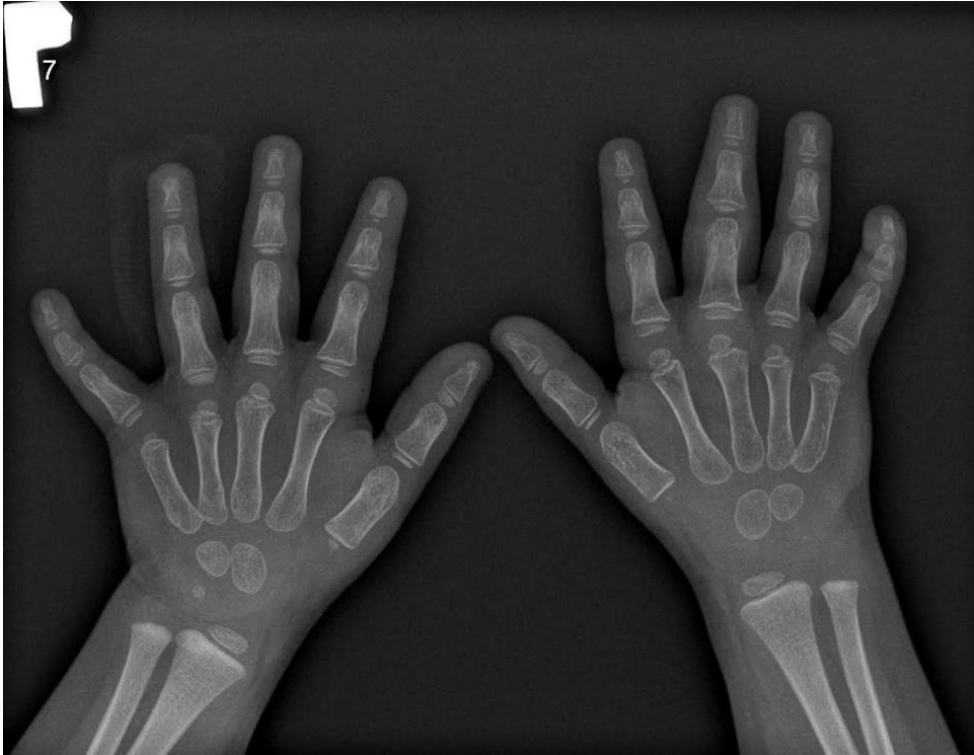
Zdjęcie RTG - widoczna osteoporoza okołostawowa.
